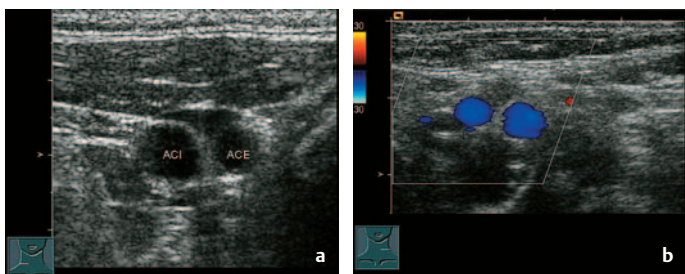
a u. b ACE und ACI im Querschnitt. a Die ACI hat einen größeren Durchmesser als die ACE (rechte Halsseite). b Darstellung der ACI und ACE mit Farbdoppler (linke Halsseite)
